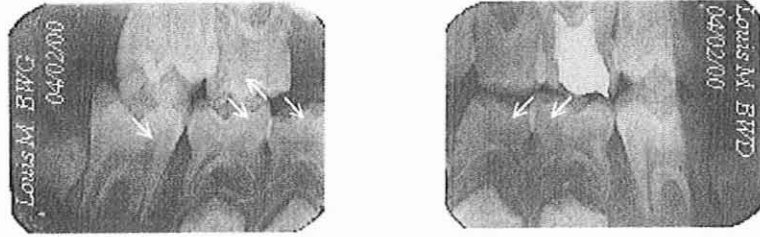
Bitewings – Observation n°9
